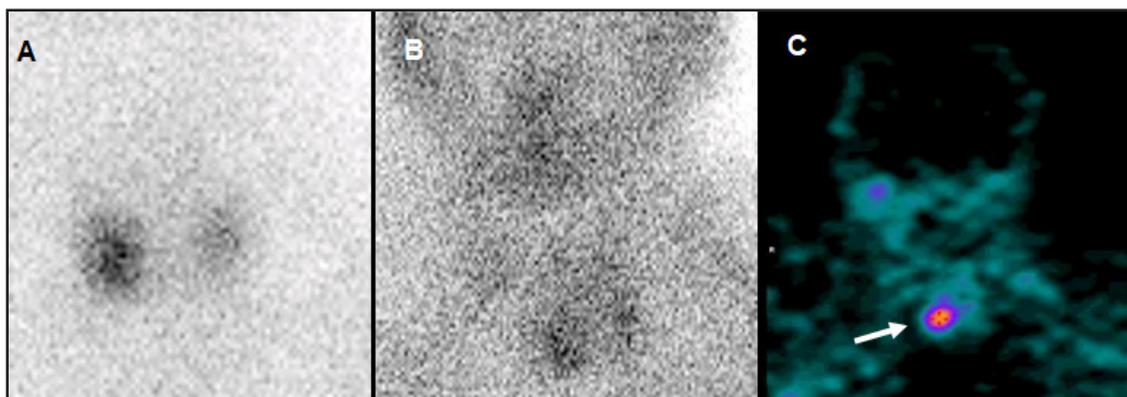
Caso 2: centellograma paratiroideo con 99m Tc-MIBI: hipercaptación tiroidea en fase inicial (A); en segunda fase se observa *wash-out* tiroideo casi total (B) y SPECT: foco hipercaptante adyacente a cara posterior de la mitad inferior del lóbulo tiroideo derecho de probable origen paratiroideo (C).
